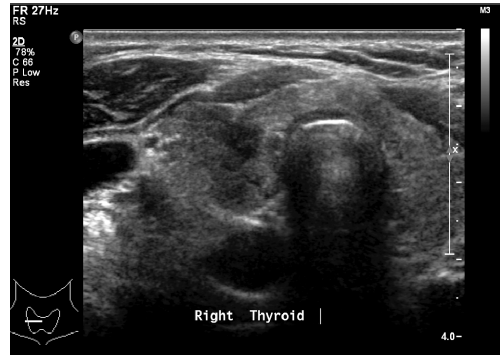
LN-prRLN转移组超声图像,PTC大小15 mm×12 mm,超声显示右侧颈部第Ⅵ组肿大淋巴结,包膜受累
